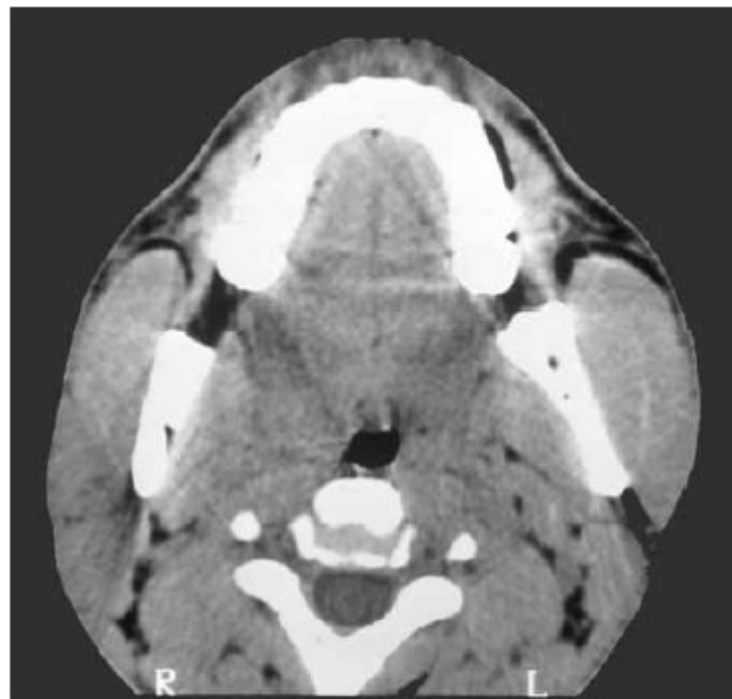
Tomografia computadorizada mostrando hipertrofia do masseter esquerdo. Fonte: Sannomya et al. (2006).
